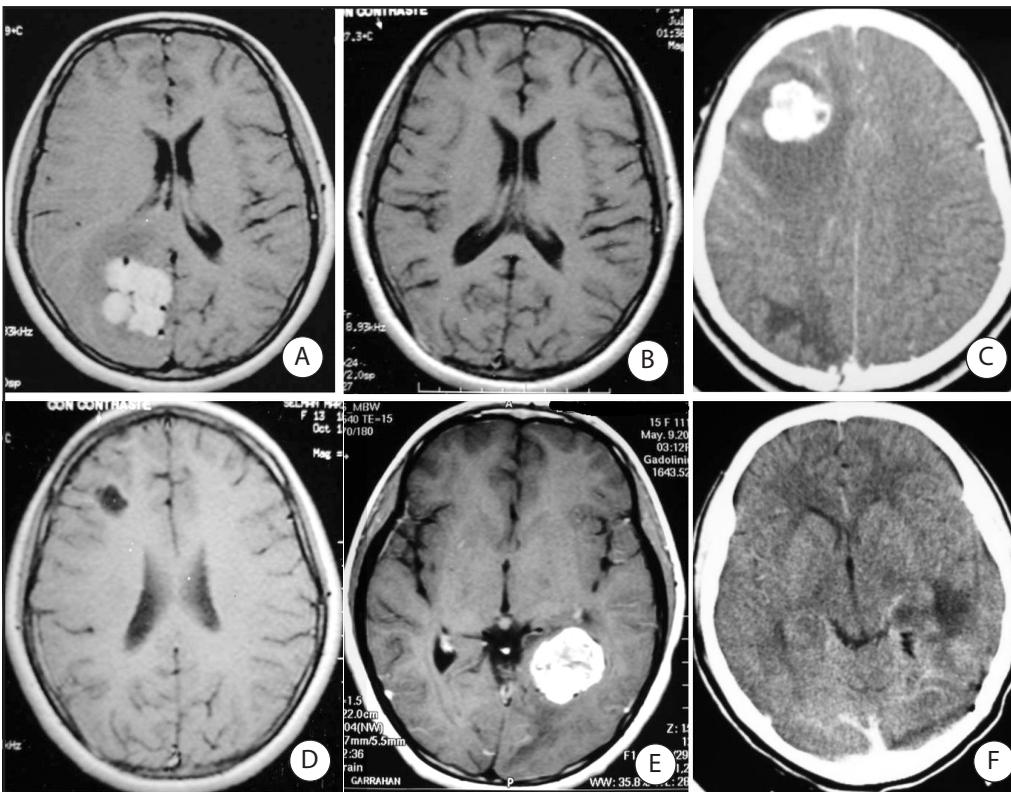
Caso 3. MTS múltiples de paraganglioma hipofaríngeo. A. IRM con gadolinio: MTS parietooccipital derecha. B. IRM postquirúrgica. C. TAC: MTS frontal derecha. D. IRM postquirúrgica. E. IRM con gadolinio: MTS tempoccipital izquierda. F. TAC postquirúrgica.
